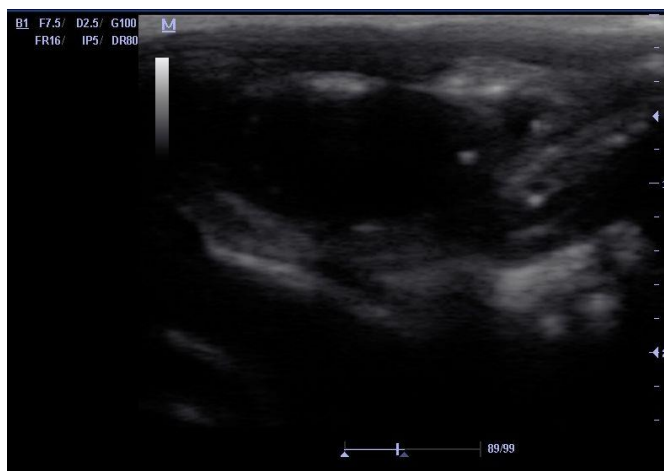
Вторая серия, опыт № 4. УЗИ модели «остаточной» полости, 15 сутки после операции.
